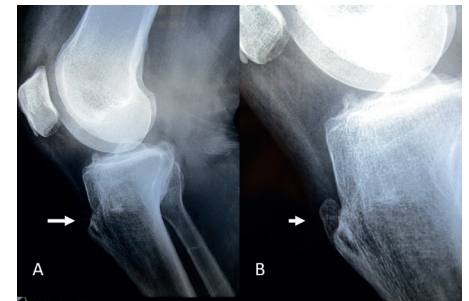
Radiografía lateral de rodilla derecha, mostrando en (A) hipertrofia de tuberosidad anterior de la tibia, con presencia de exostosis redondeada en la inserción del tendón rotuliano (flechas); en (B) acercamiento.
